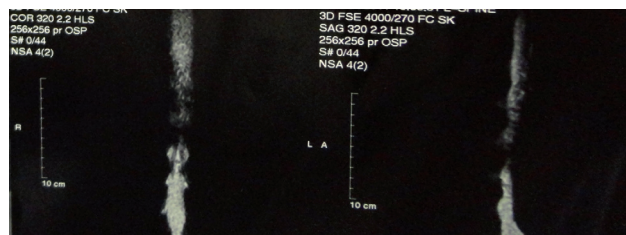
МРТ до операции: миелографический режим
